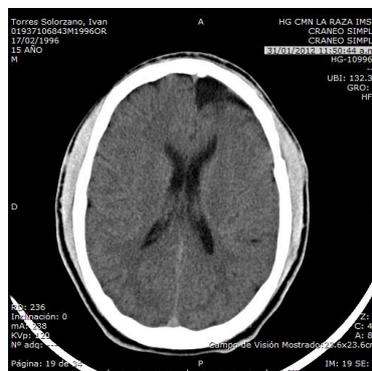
Tomografía Axial Computarizada Post-operatoria.
